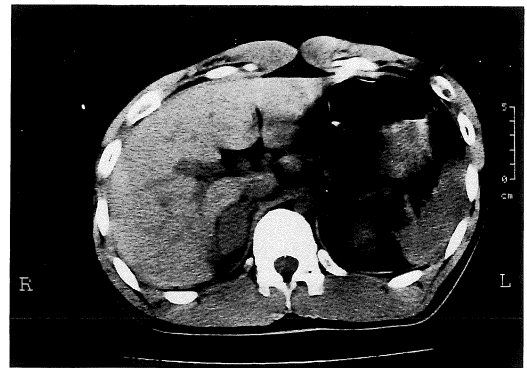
Case 1, CT demonstrates a soft tissue density mass in the right suprarenal region.
